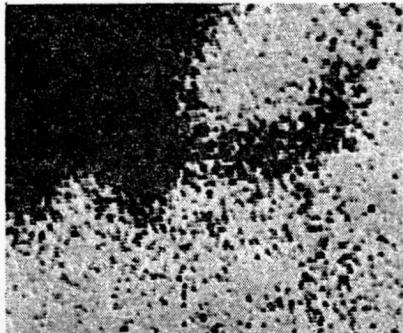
Patohistološki nalaz karcinoma pankreasa pacijenta čiji je scintigram prikazan na slici 2.
